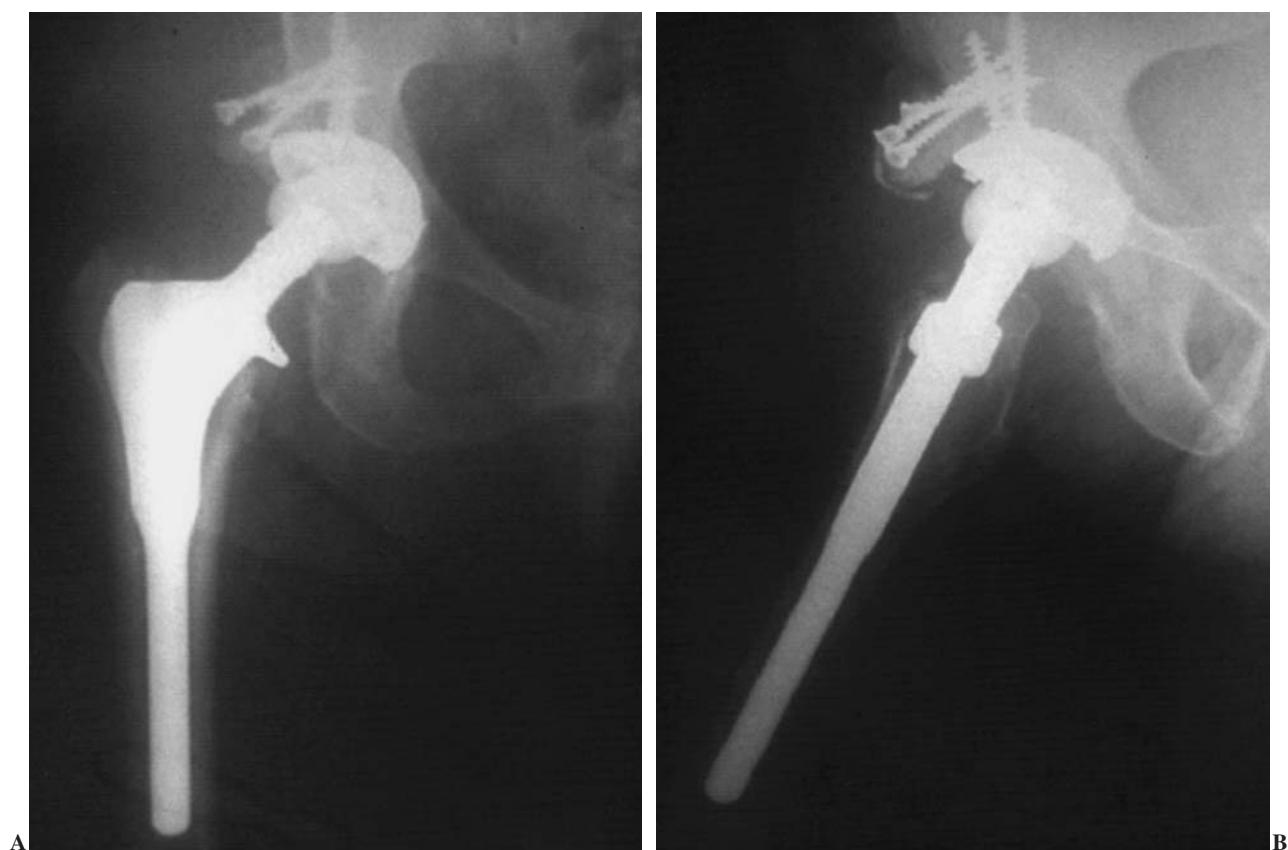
Radiografías anteroposterior (AP) (A) y axial postoperatorias (B) mostrando la artroplastia total no cementada de cadera, con la tectoplastia con autoinjerto atornillado que se realizó.
